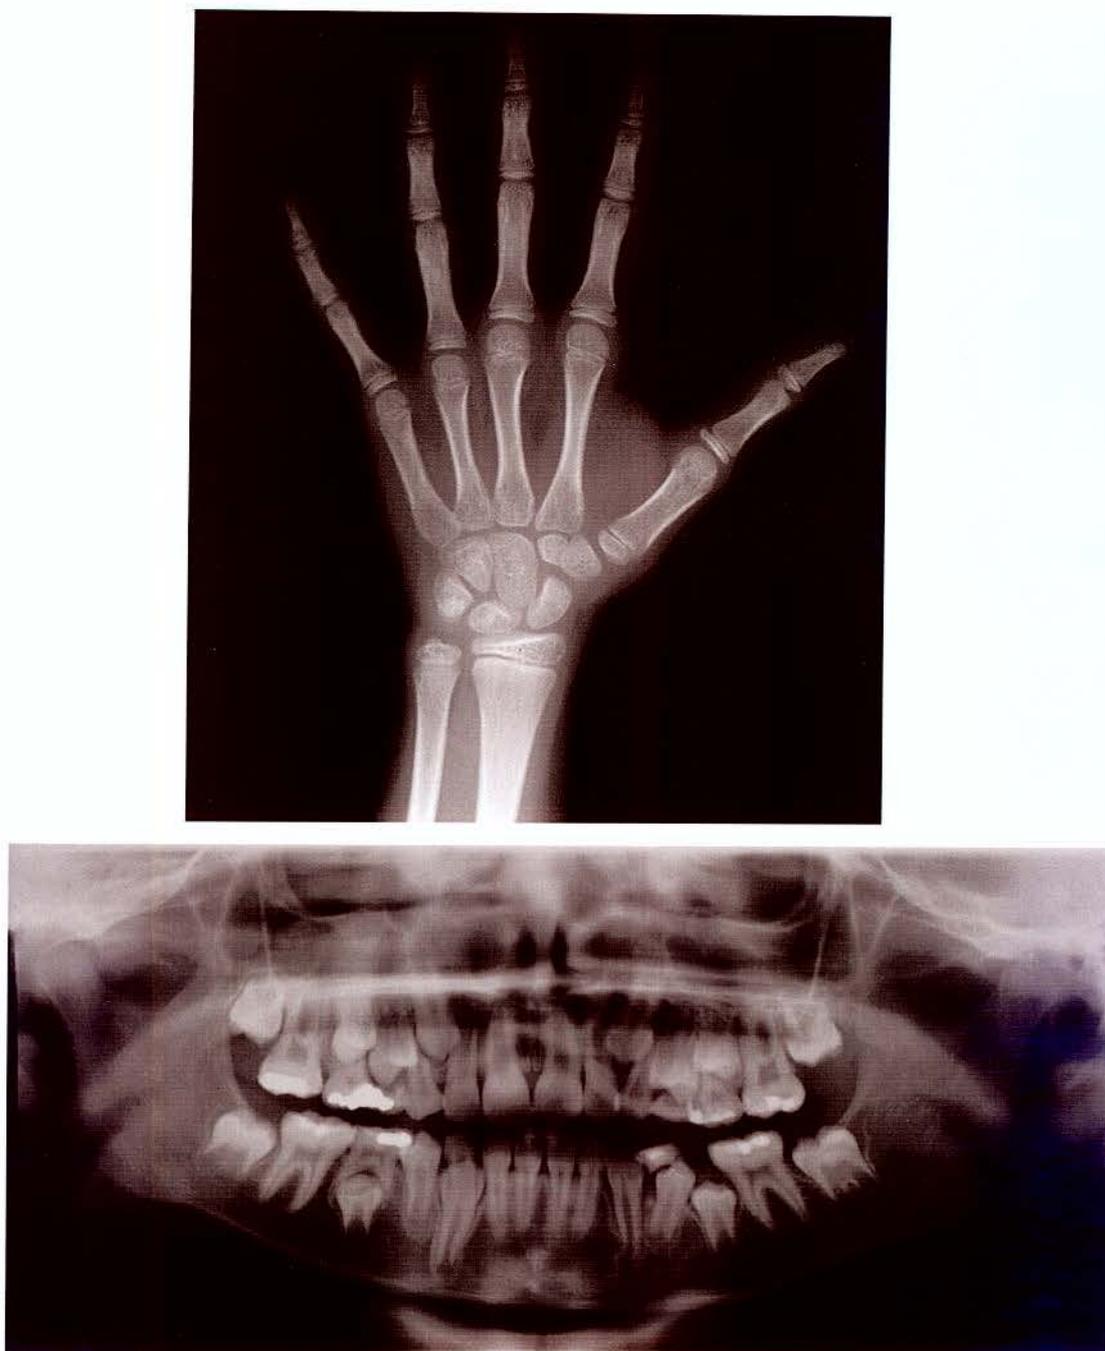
Radiografias de mão e punho e panorâmica com os estágios indicativos do final do SCM para os indivíduos do sexo feminino (102 – 107 meses de idade) e masculino (108 – 113 meses).
